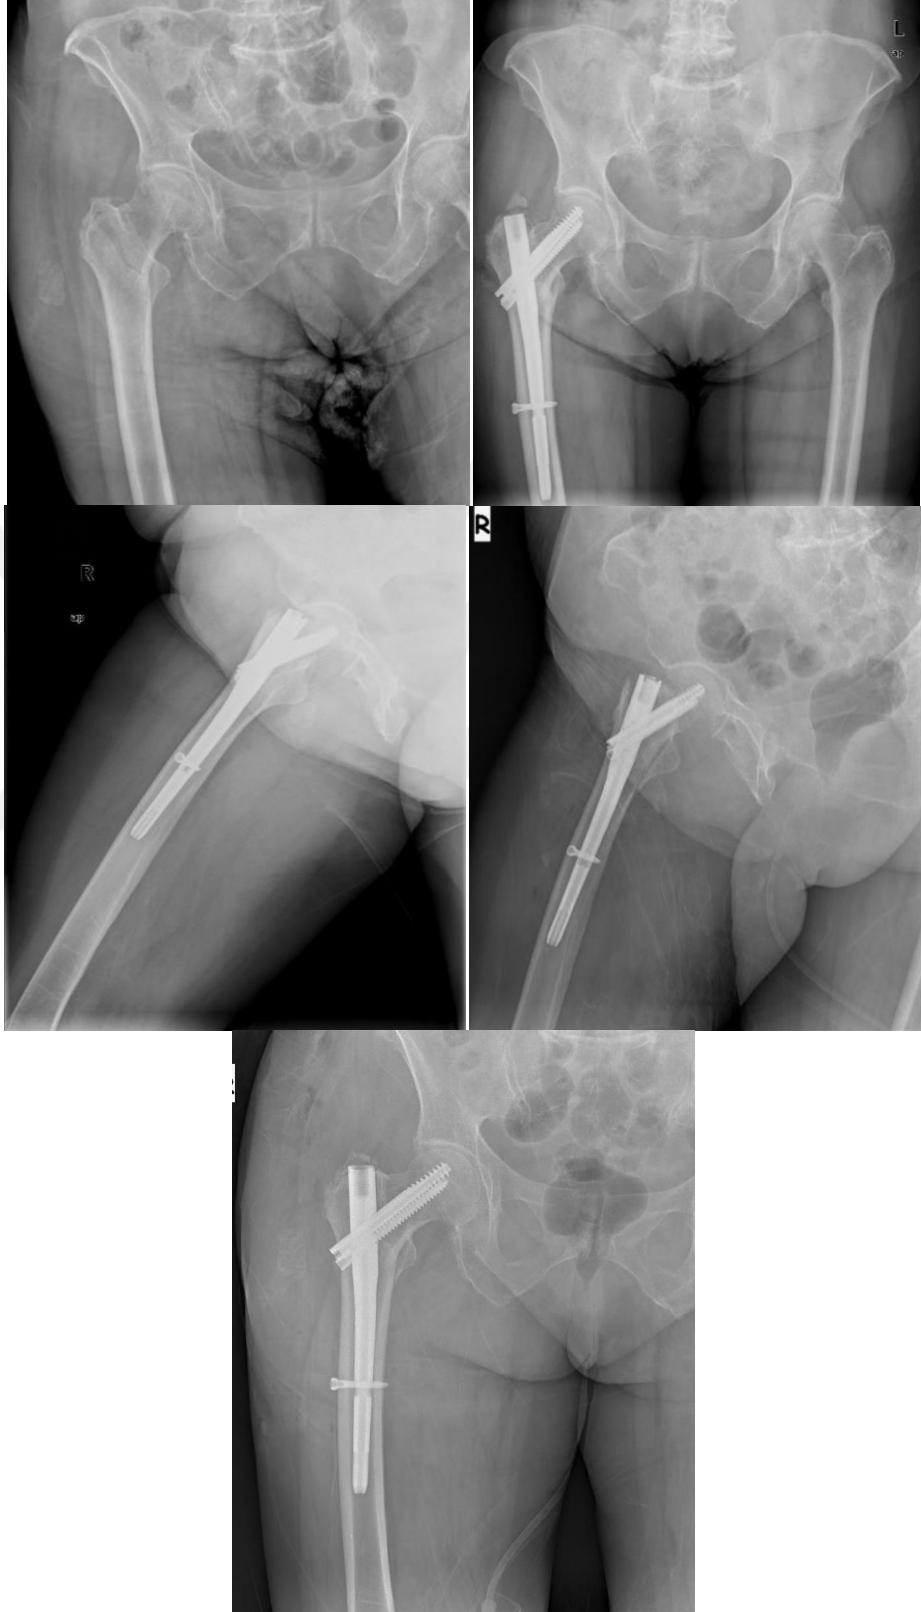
3. vakanın ameliyat öncesi ve sonrası X-ray görüntüleri
